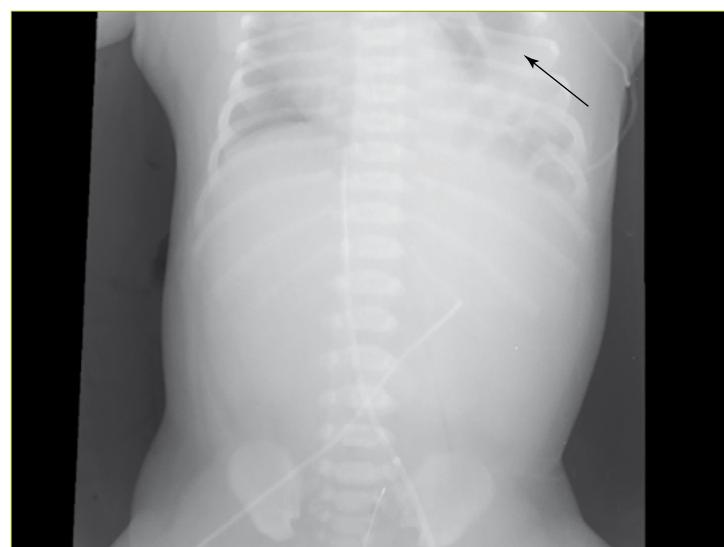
Hernia de Bochdalek: radiografía
